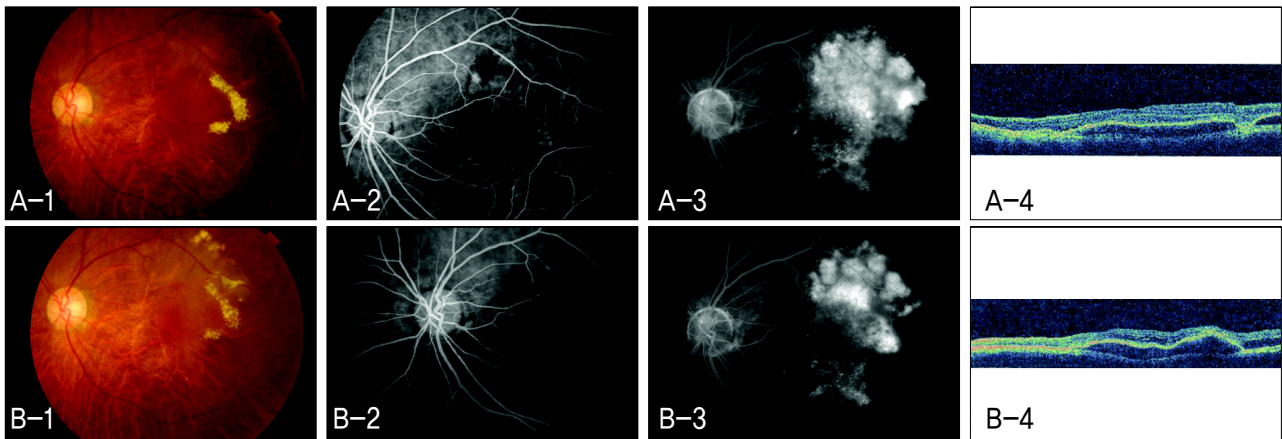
Non-responder to intravitreal bevacizumab in Case 2 (Left eye). (A-1) Fundus photograph (FP) before intravitreal bevacizumab injection. (A-2) Early phase of fundus fluorescein angiography (FAG) before intravitreal bevacizumab injection. (A-3) Late phase of FAG before intravitreal bevacizumab injection. (A-4) Optical coherence tomography (OCT) scan before intravitreal bevacizumab injection. (B-1) FP 3 months after intravitreal bevacizumab injection. (B-2) Early phase of FAG 3 months after intravitreal bevacizumab injection. (B-3) Late phase of FAG 3 months after intravitreal bevacizumab injection. (B-4) OCT scan 3 months after intravitreal bevacizumab injection.
